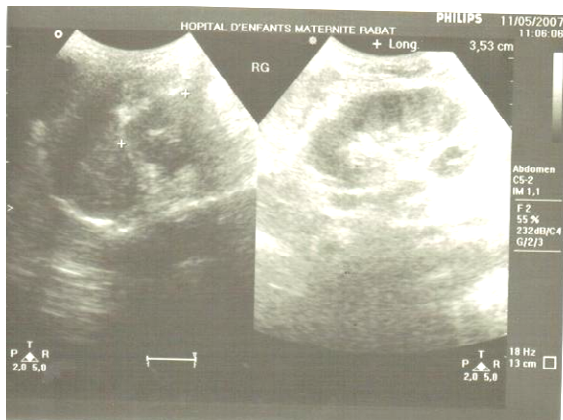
Image échographique en faveur soit d'un abcès rénal soit d'une tumeur kystique.
